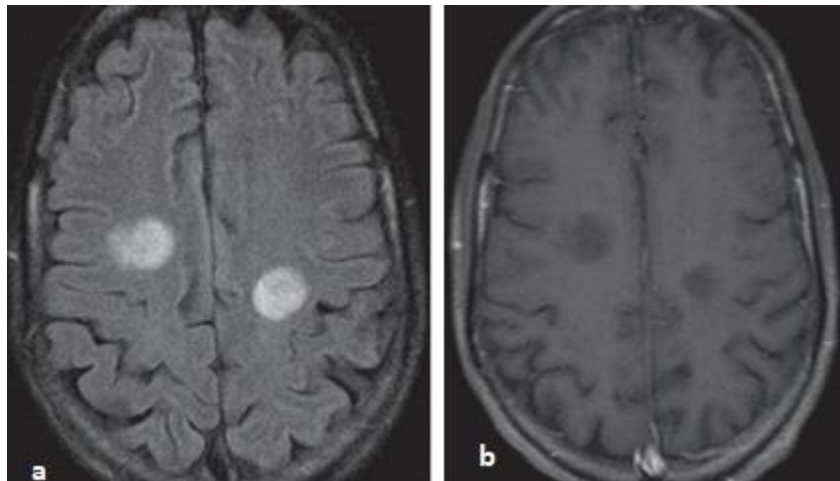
Aspergillose disséminée chez un malade du SIDA de 39 ans. IRM cérébrale en coupes axiales en séquence pondérée FLAIR (a) objectivant deux foyers bien circonscrits en hyper signal dans le centre semi-ovale, sans œdème péri-lésionnel. (b) T1 avec injection du gadolinium montre les mêmes lésions en hypo signal sans rehaussement nettement visible [12].
